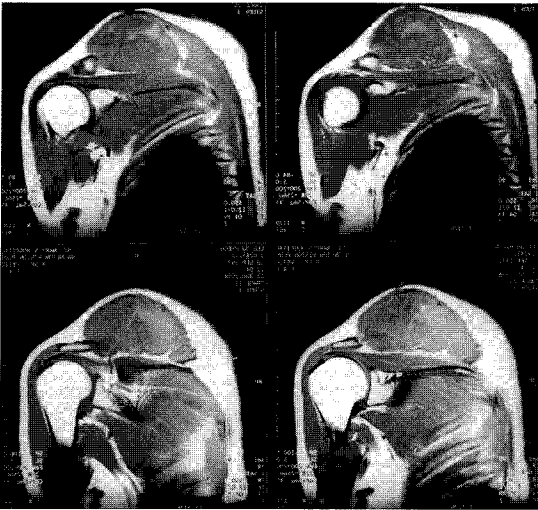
MRI show low signal changes in T1 images but high signals in T2 images.
